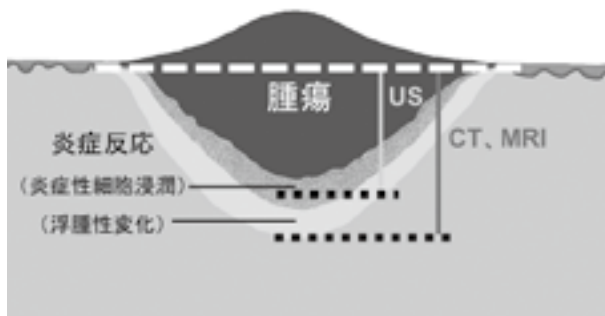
腫瘍(癌)とその周囲組織の炎症反応を描いた概念図。USと比較し、CTとMRIは腫瘍周囲の浮腫性変化部まで腫瘍として捉えていたと思われる。
